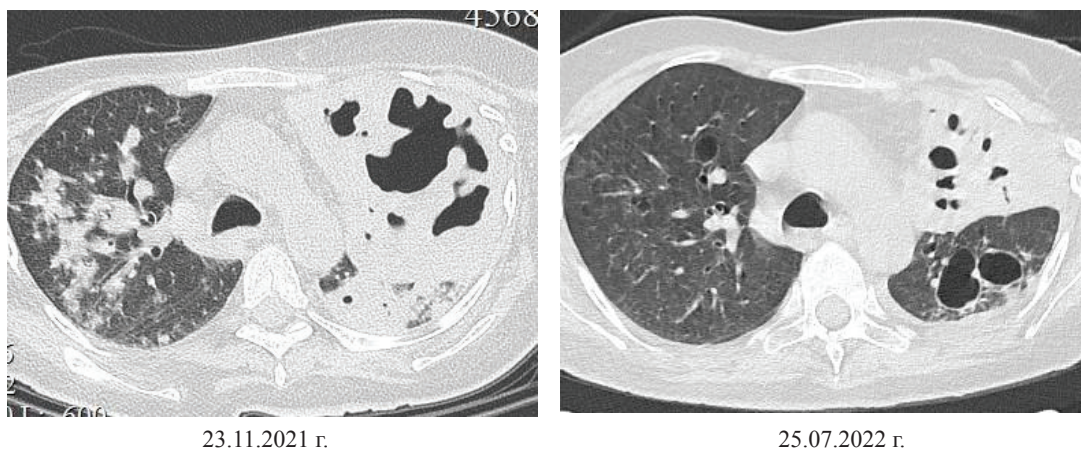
Пациентка П., КТ ОГК в динамике 7 мес.
